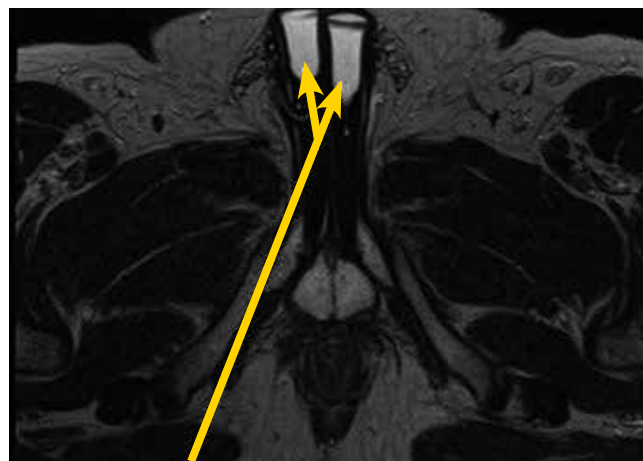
МРТ. Фаллопротез. 25.07.2013 г.
